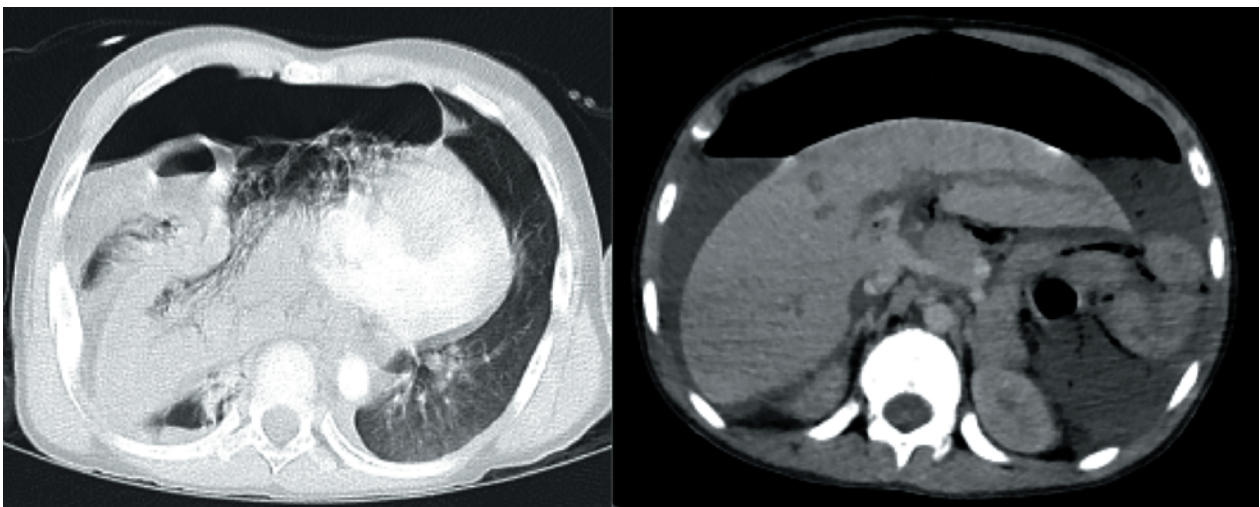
TC toracoabdominal, ocho años.
